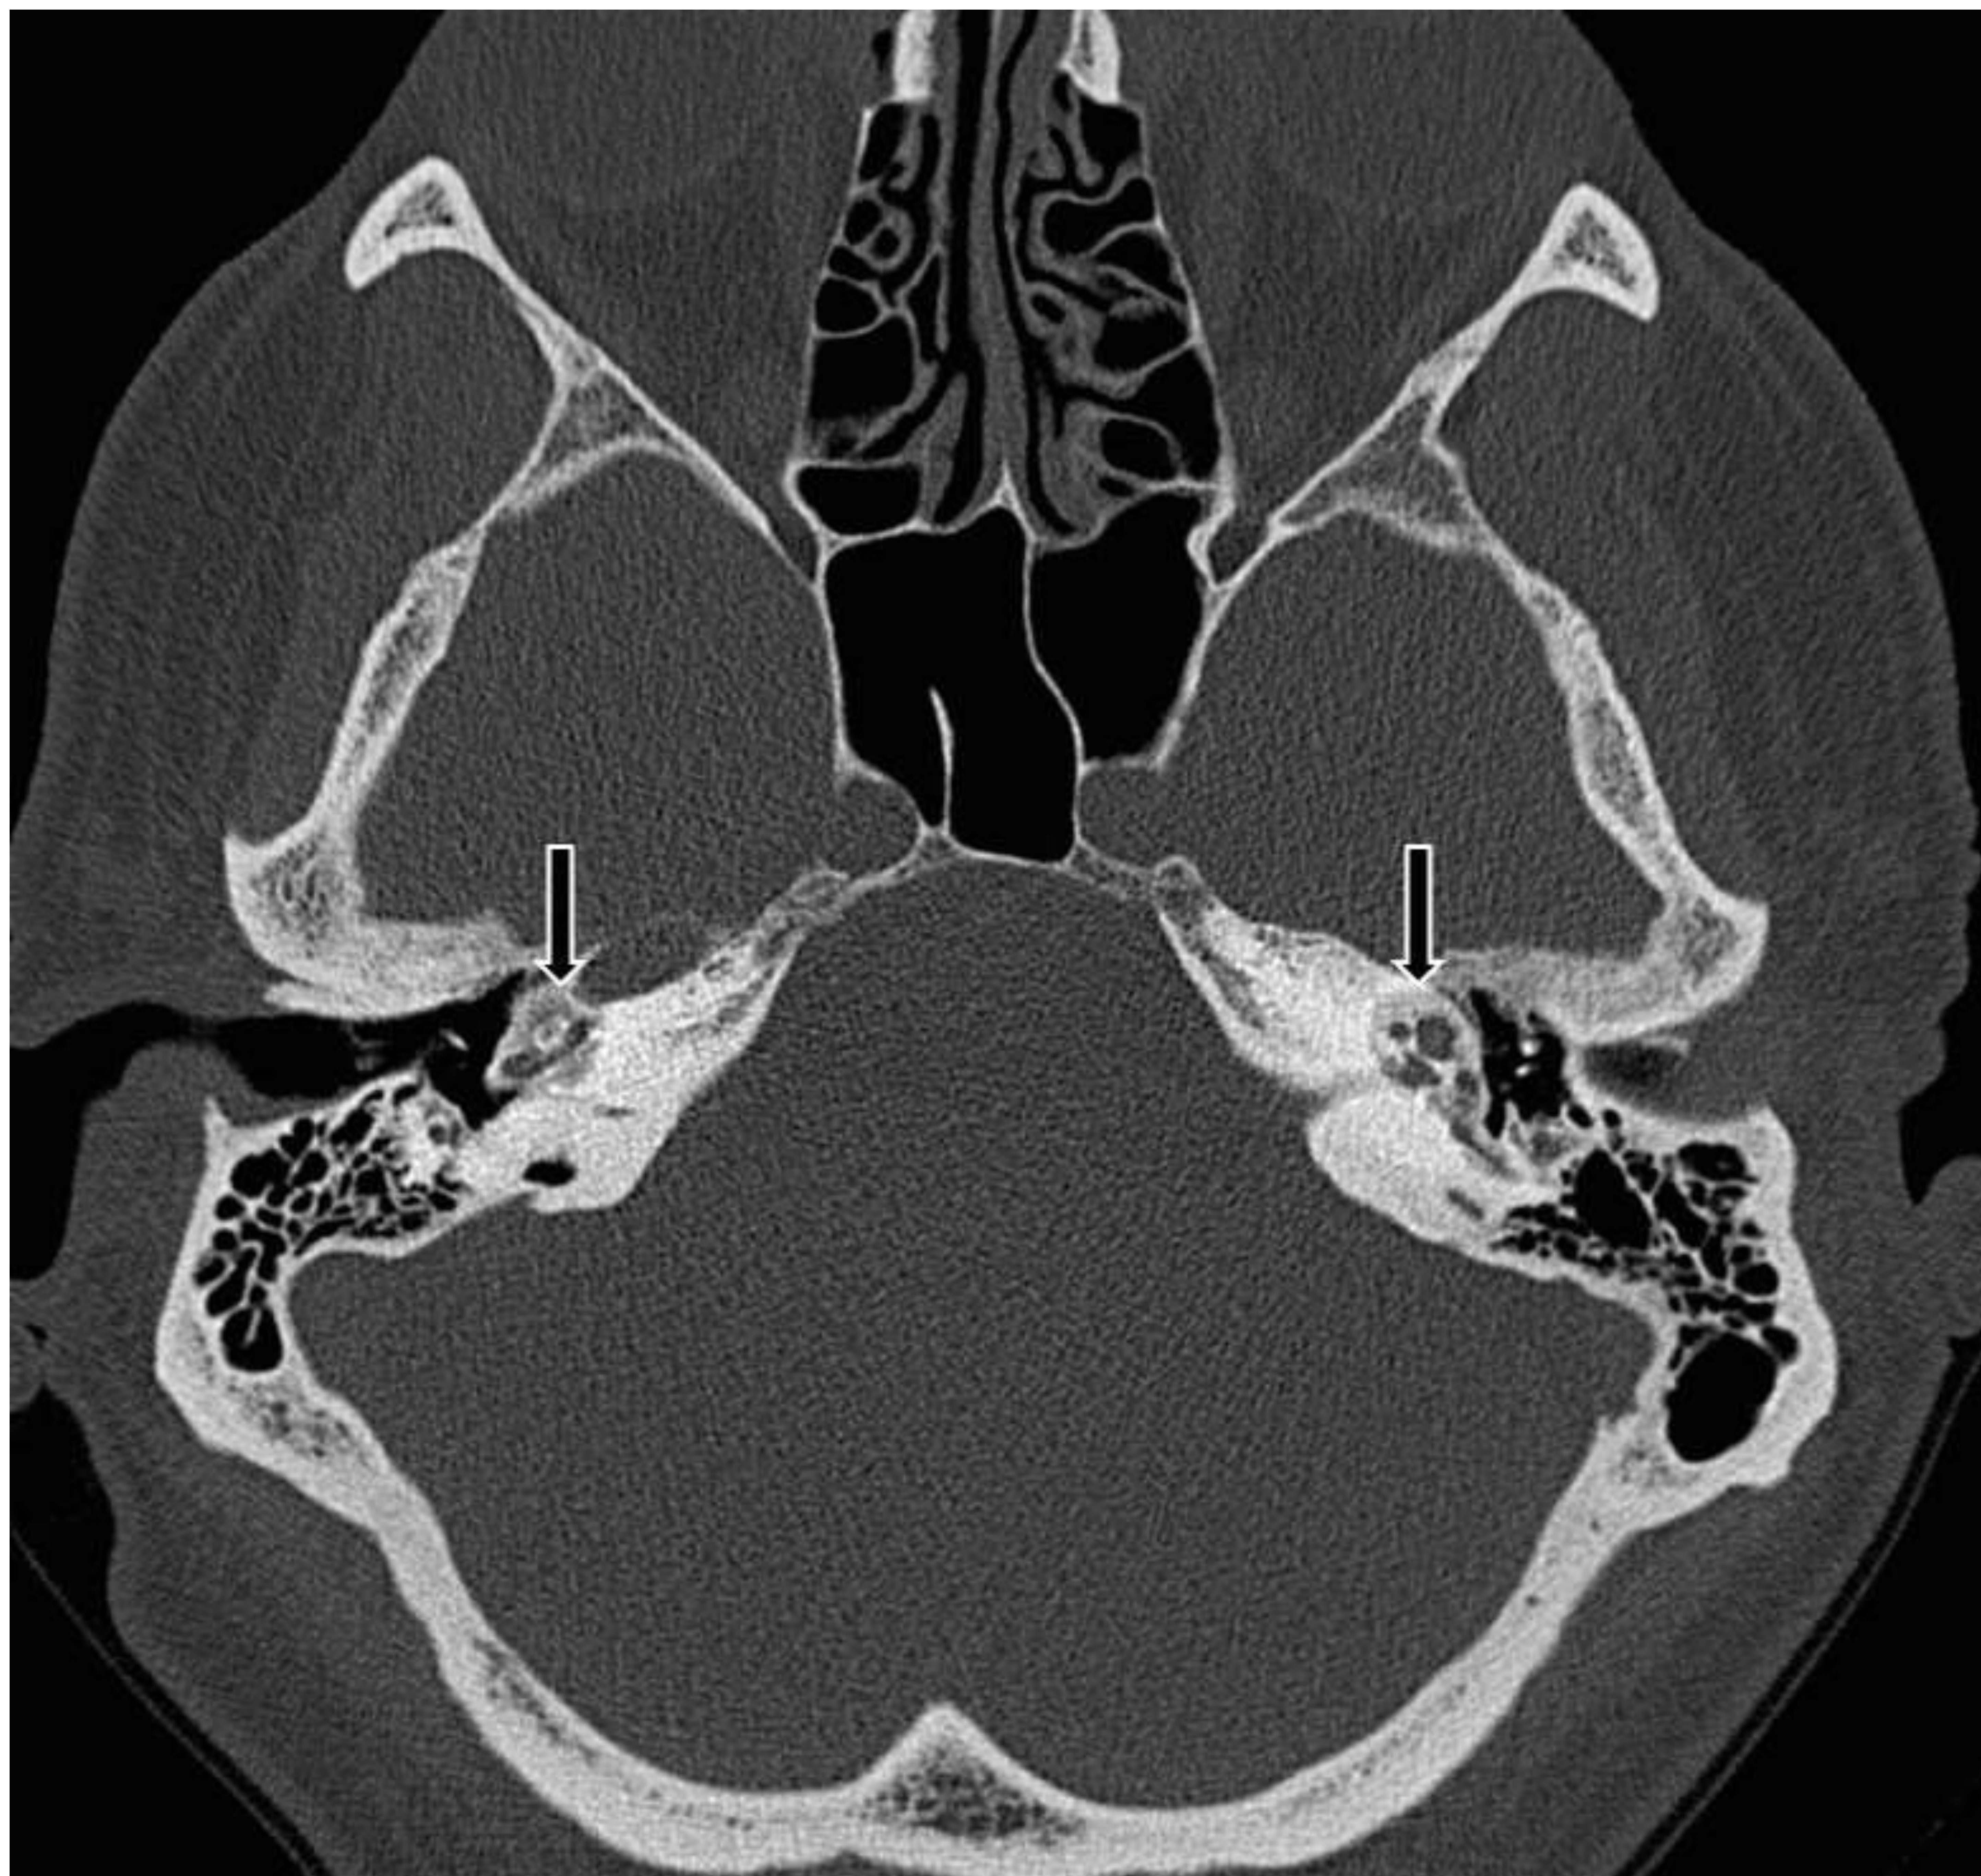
Imagen axial de TC de peñascos, identificando extensas áreas de desmineralización pericoclear, más evidentes en el lado izquierdo, con el signo del "halo pericoclear". Estos hallazgos sugerían otosclerosis coclear y fenestral que no se muestra en la imagen.
